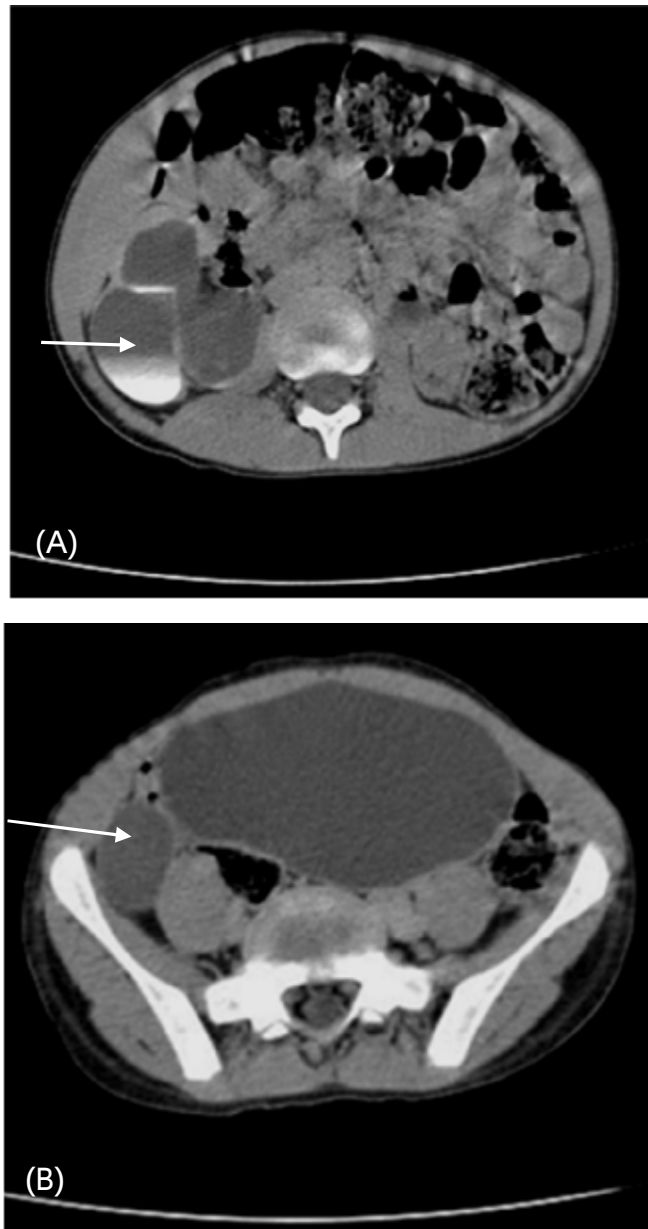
Examen uro-TDM chez un patient âgé de 9 ans, porteur d'un MGU
